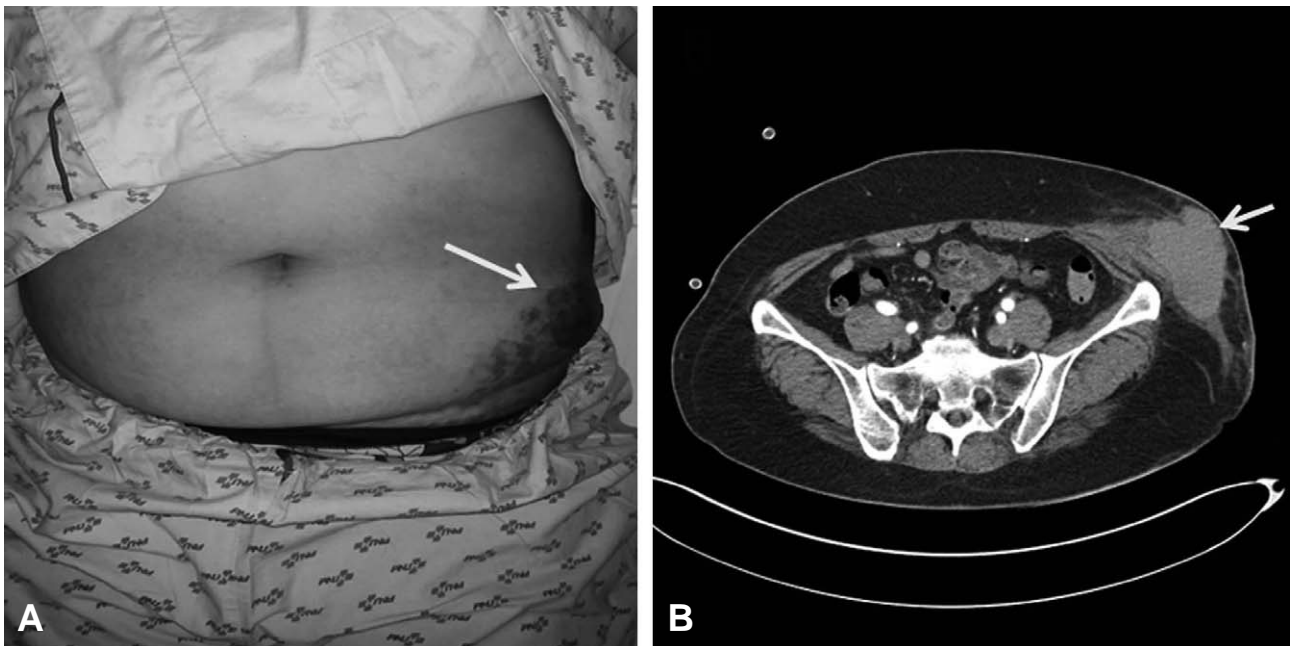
(A) 60-year-old woman presented with painful, enlarging Lt. lat. Abdominal mass with ecchymosis after two hours of blunt abdominal trauma. (B) Contrast enhanced abdominal CT show extravasation of the contrast within the 9×10 cm sized Lt. ext. oblique muscle hematoma.
